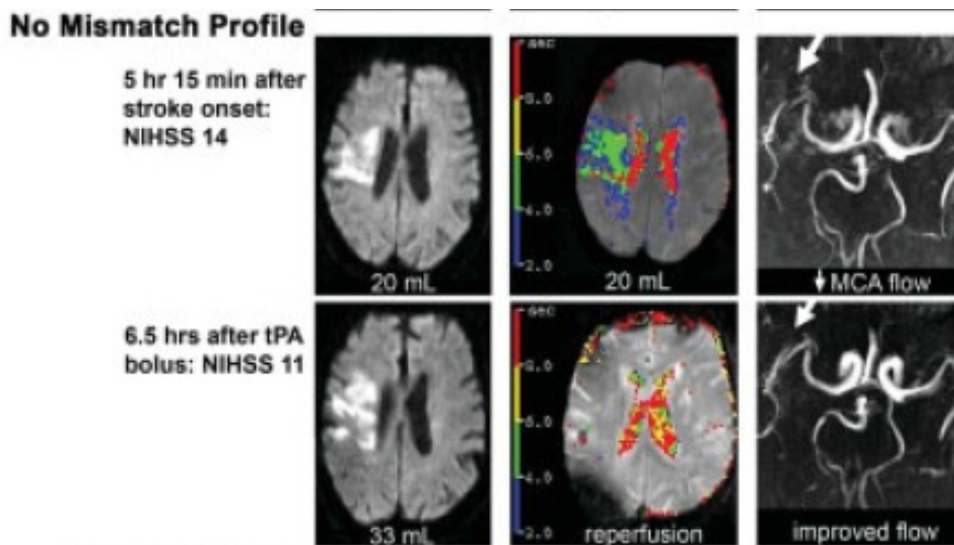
MRT-Sequenzen von Patient ohne Mismatch: Baseline und Folgeuntersuchung (32)
